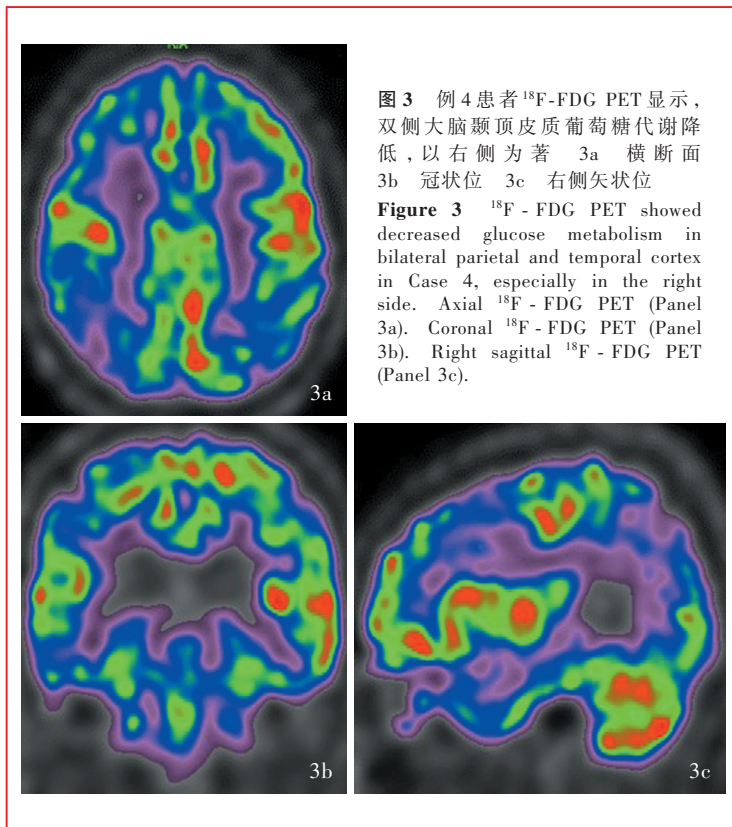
例4患者<sup>18</sup>F-FDG PET显示, 双侧大脑颞顶皮质葡萄糖代谢降低, 以右侧为著 3a 横断面 3b 冠状位 3c 右侧矢状位
